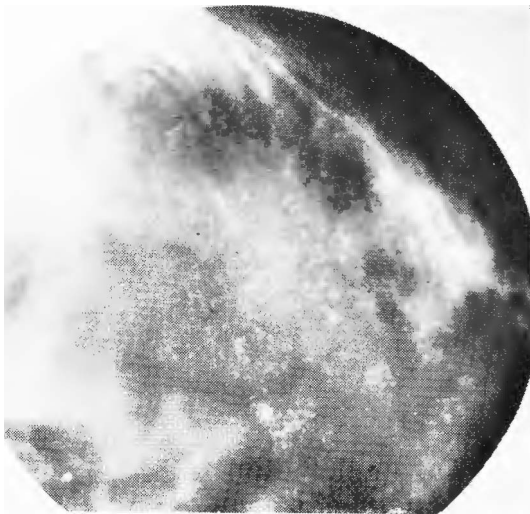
Radiografía simple, incidencia craneo caudal muestra incontables calcificaciones puntiformes diseminadas en la zona interna del seno.
